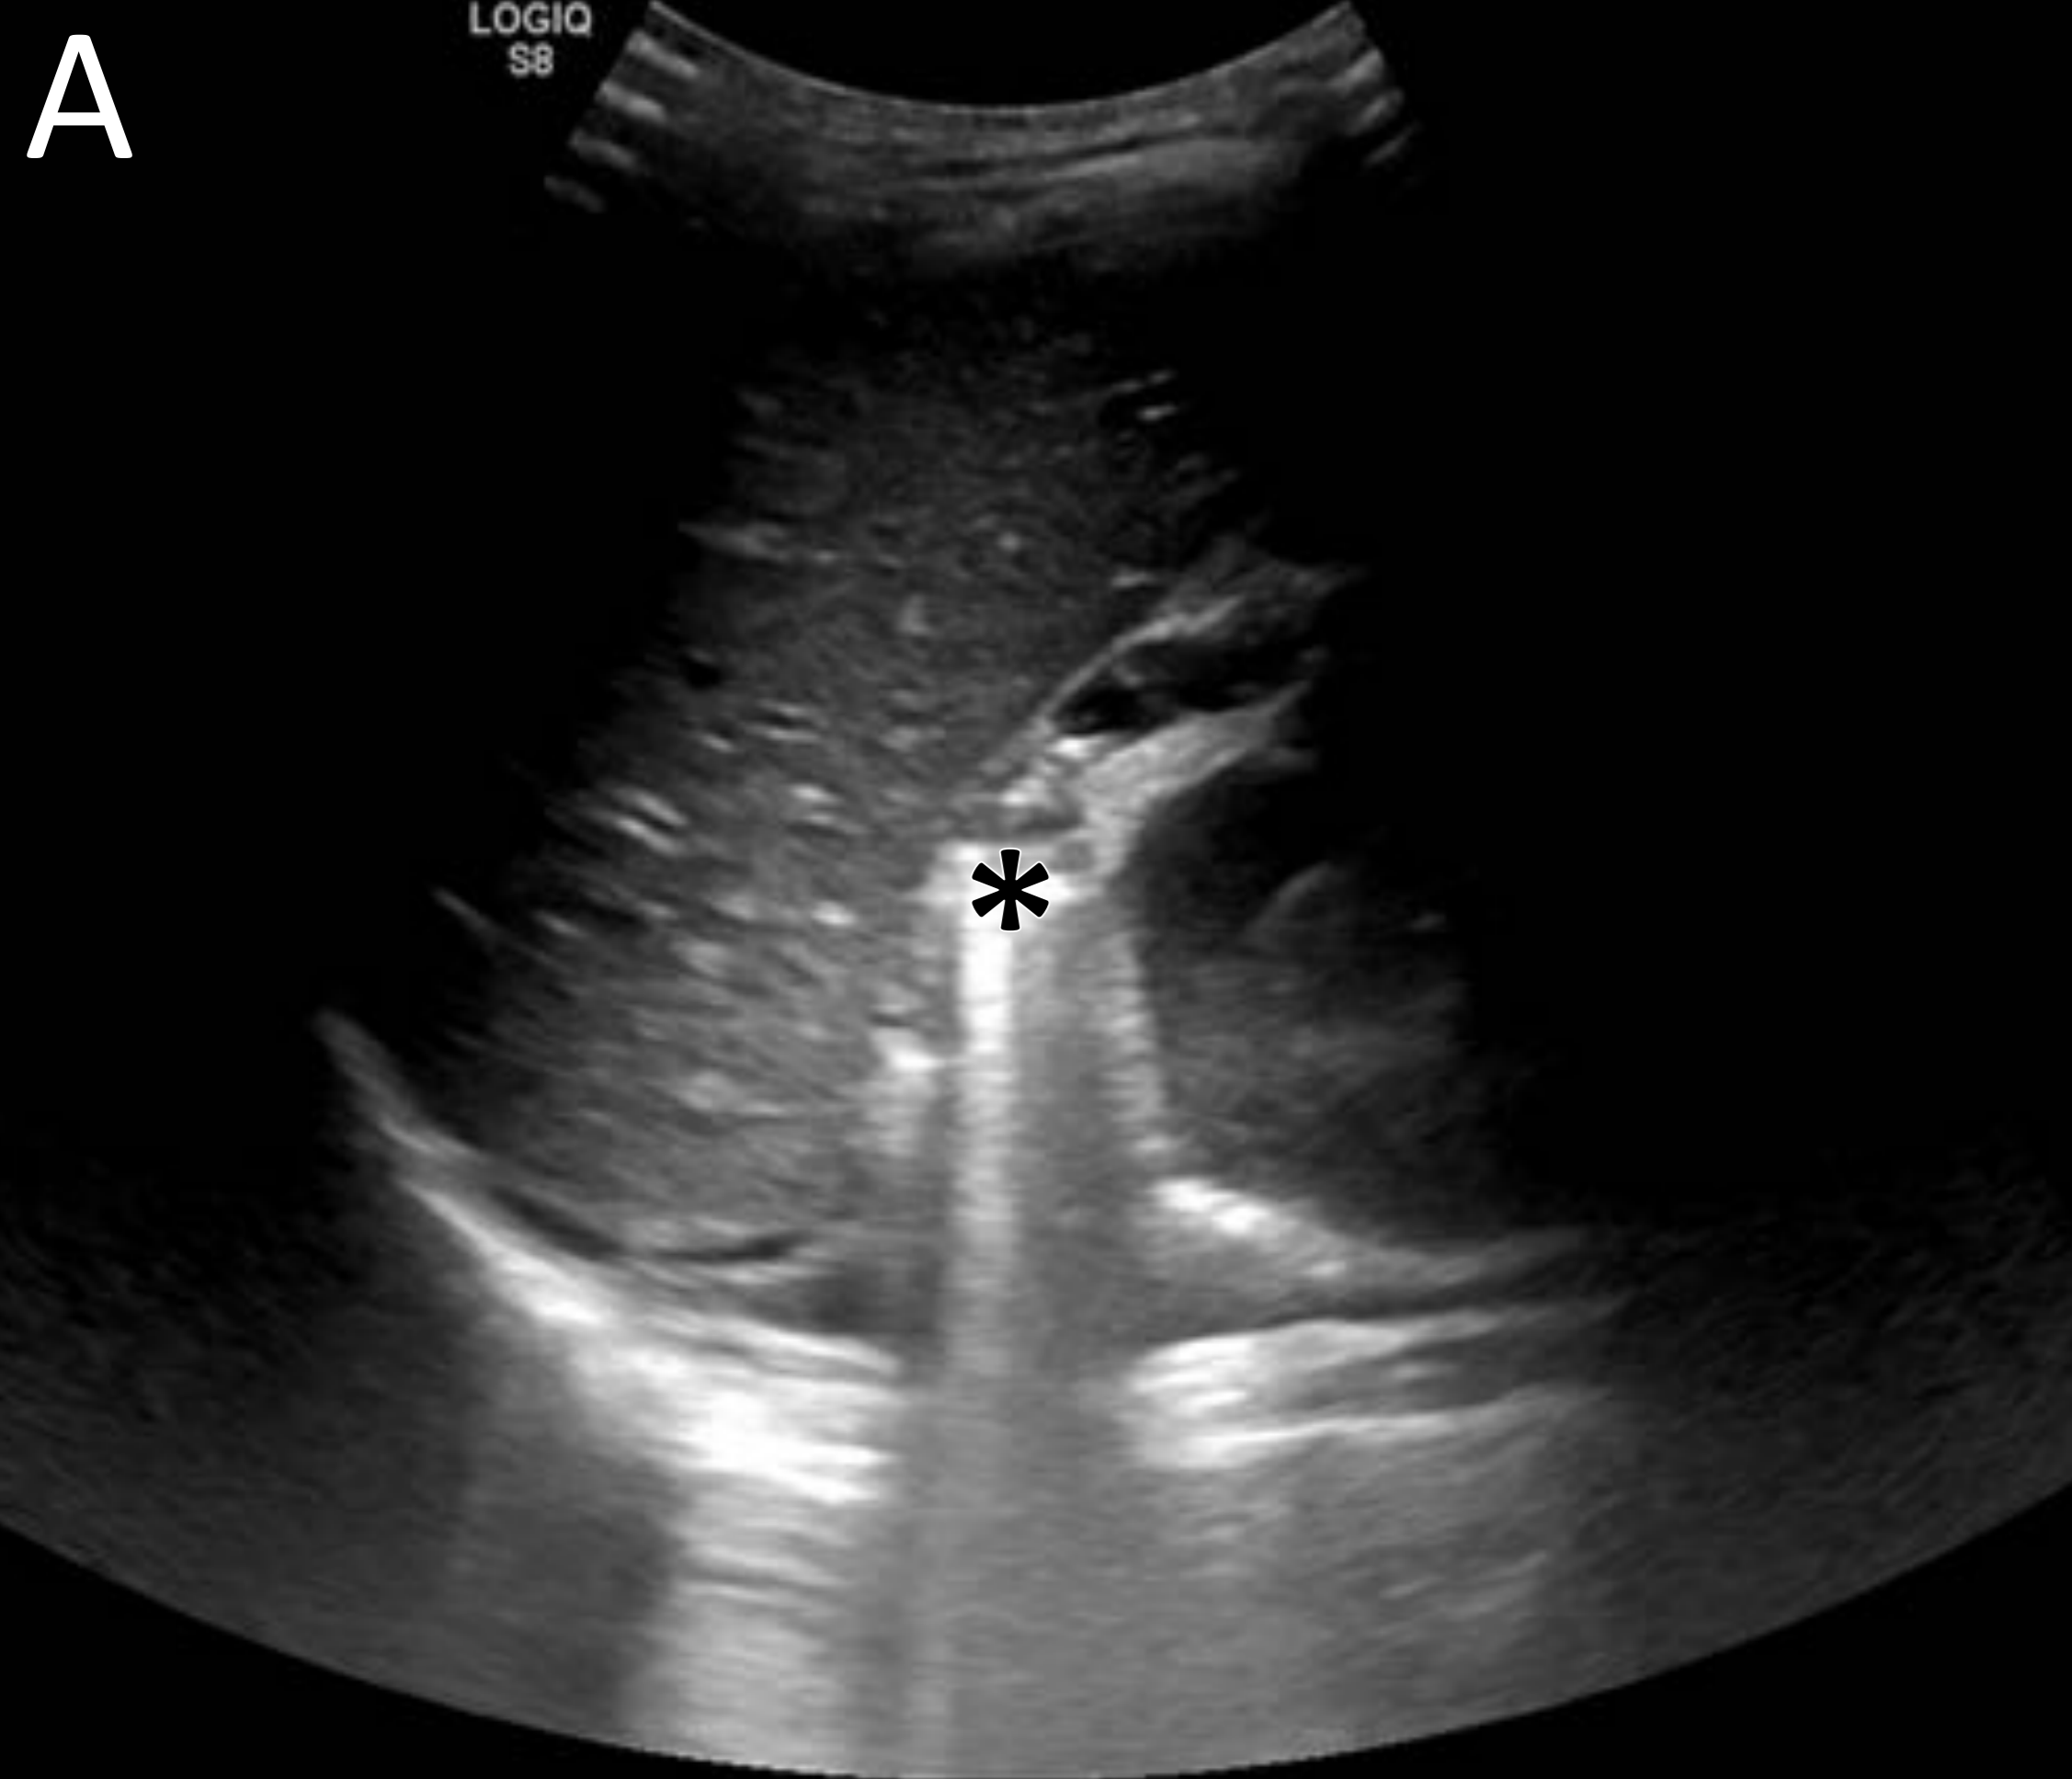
Paciente de 17 años que acude a urgencias por dolor en hipocondrio derecho con PCR elevada y leucocitosis. Se realizó una ecografía abdominal (A y B) que demostró artefactos en “cola de cometa” (asterisco negro) y líquido libre perirrenal (asterisco blanco) como signos de hidroneumoretroperitoneo. Se completó estudio con TC abdominopélvico contraste endovenoso (C y c) y tras administración de gastrografín oral (D y d). Se apreció una solución de continuidad en región post-pilórica posterior (cabeza de flecha blanca), abierta a retroperitoneo derecho condicionando una colección hidroaérea (asteriscos) sobre la que se demuestra extravasación activa de contraste oral (flecha negra). En el seguimiento tras la intervención quirúrgica, se diagnosticó al paciente de un Síndrome de Zollinger Ellison
